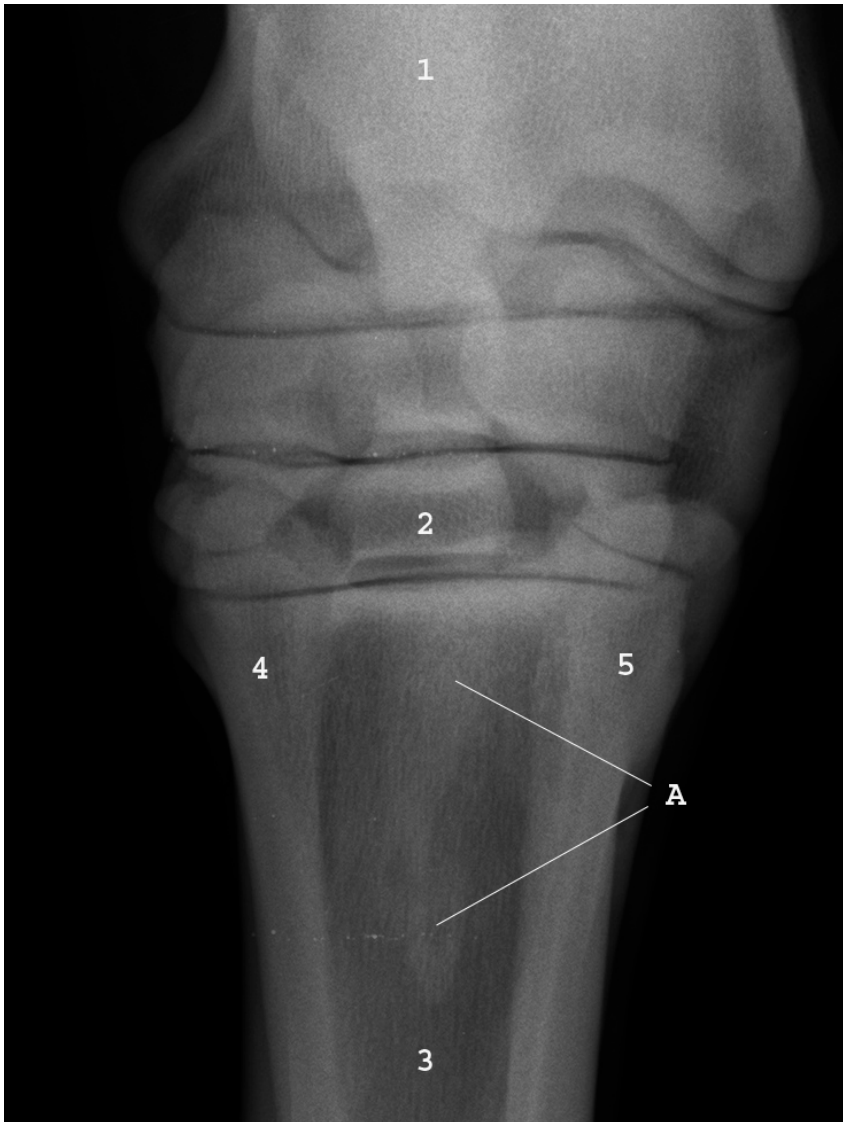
Digitale Röntgenaufnahme des Mt 3, dorsoplantar
